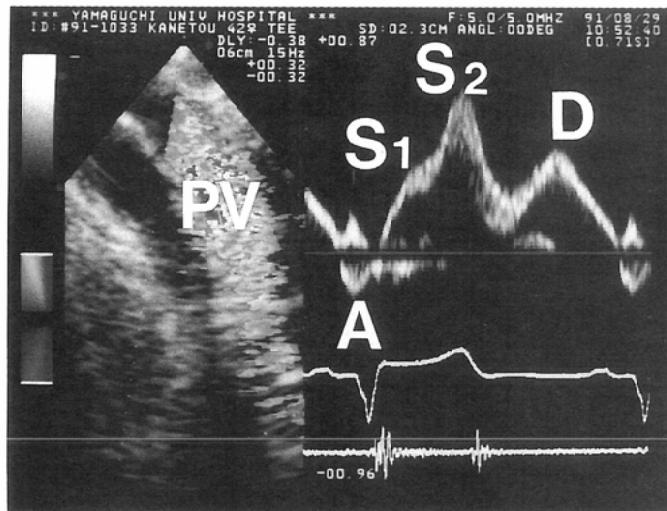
Pulmonary venous flow was assessed by transesophageal echocardiography and consisted of S wave (S_1 wave and S_2 wave), D wave and A wave.
